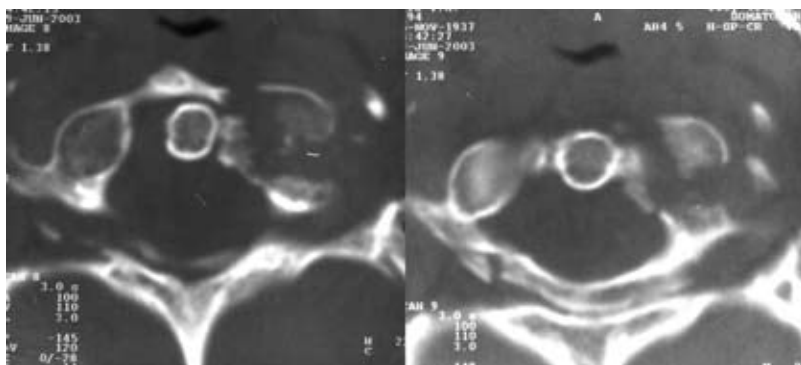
Аксіальна КТ. Багатоуламковий переломовивих C_1 (тип Jefferson)
